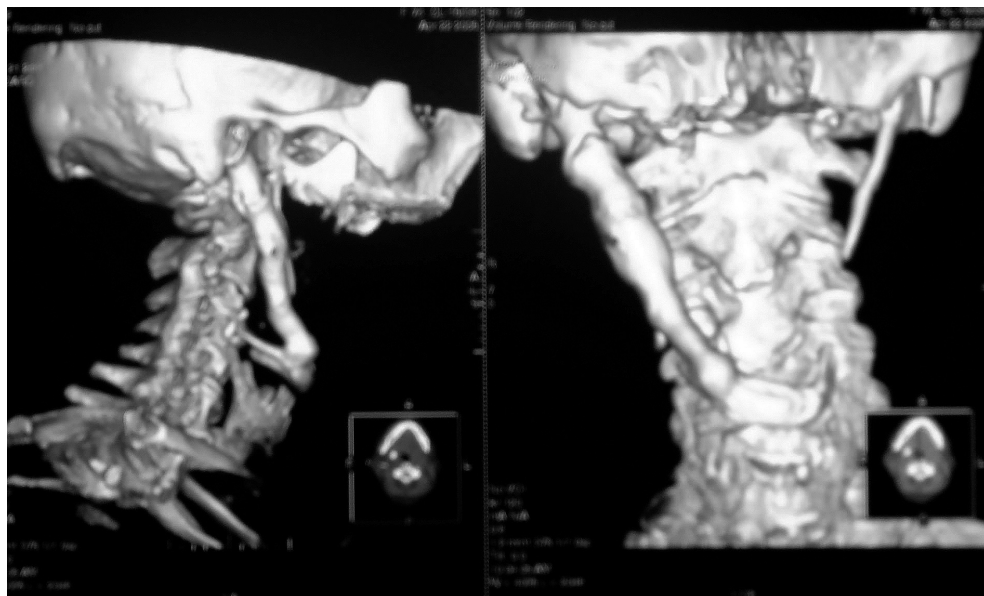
TAC 3D de la región cervical (ventana ósea; visión lateral y posterior). Se observa la calcificación desde la apófisis estiloides hasta el hueso hioides. Puede compararse en la imagen posteroanterior con las estructuras contralaterales.
